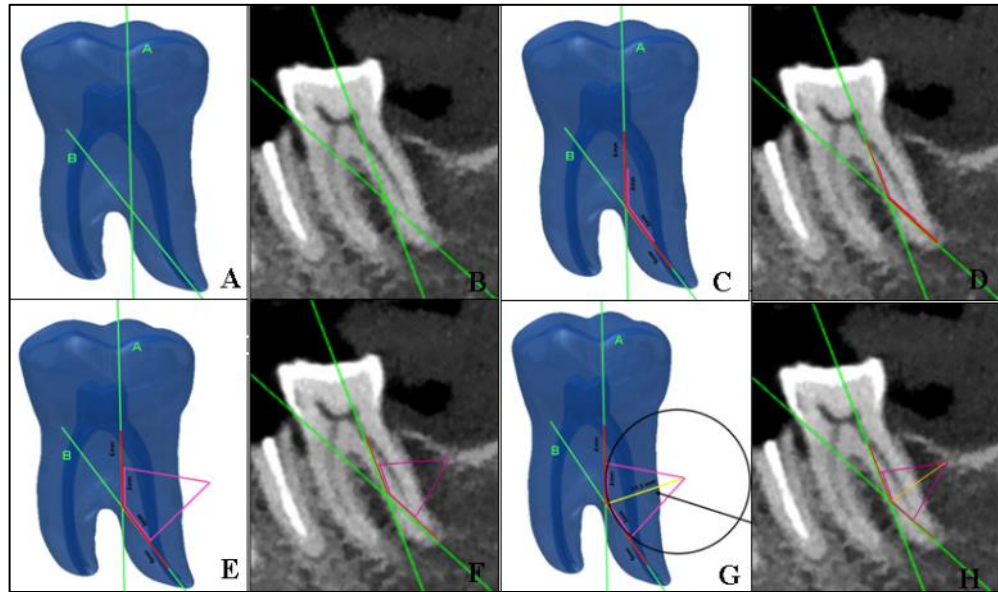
Secuencia para la adquisición del radio de la curvatura radicular según Estrela en reconstrucción volumétrica en CBCT. Se traza una línea recta A desde coronal hasta apical paralela al eje dental y una segunda línea B que pasa por el foramen apical hasta intersectarse con la primera línea (A,B). Se trazan dos líneas semirrectas de 6 mm superpuestas al conducto radicular. La primera línea representa la continuidad apical desde la curvatura y la segunda línea a los tercios medio y cervical (C, D). A partir de estos puntos se trazan dos líneas perpendiculares a las líneas semirrectas hasta encontrarse en un punto central que se denomina circuncentro (E, F) El radio de la curvatura está definido por la distancia entre el punto medio de las líneas semirrectas y el circuncentro (G, H).
